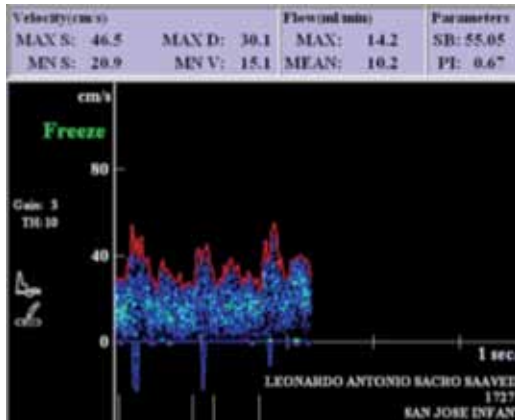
Monitor y Sondas de Micro Doppler Vascular (Micro Doppler Hadeco DVM 4500 Bidireccional) Utilizados en nuestro estudio para ultrasonografía intraoperatoria.
